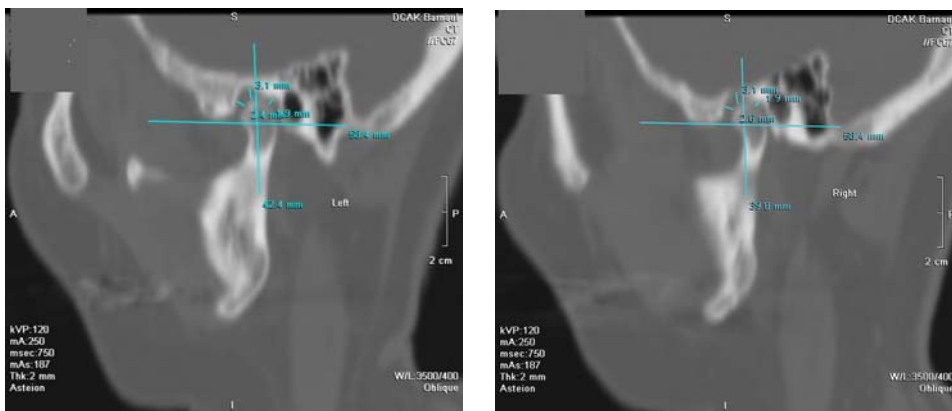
сагиттальные срезы компьютерных томограмм ВНЧС
